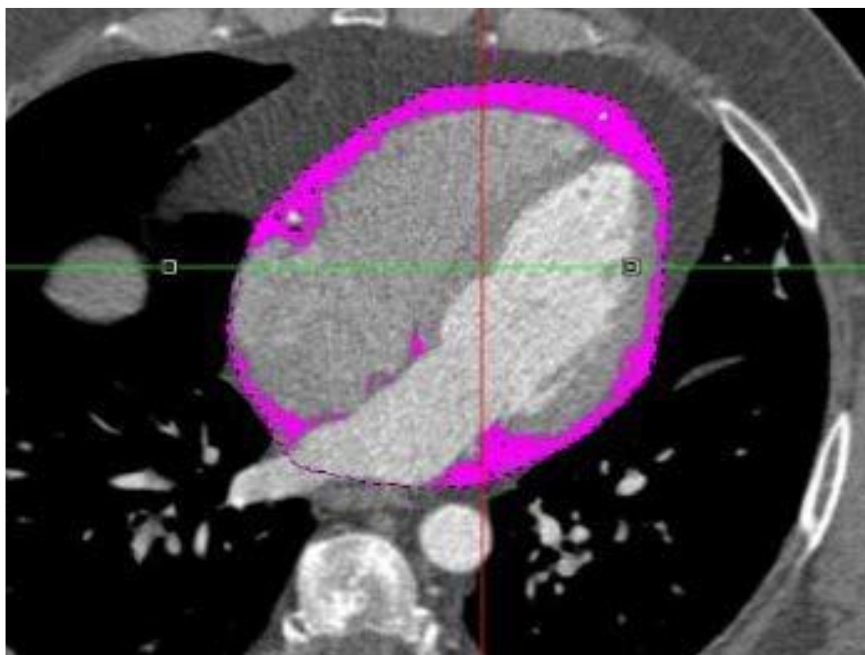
Cuantificarea țesutului adipos epicardic folosind tomografia computerizată
